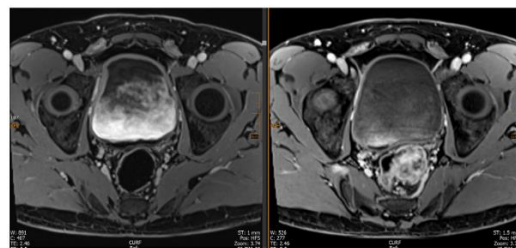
Resonancia magnética axial: a la izquierda, control de agosto de 2025 sin lesión visible; a la derecha, estudio inicial previo a la inmunoterapia con engrosamiento rectal.
